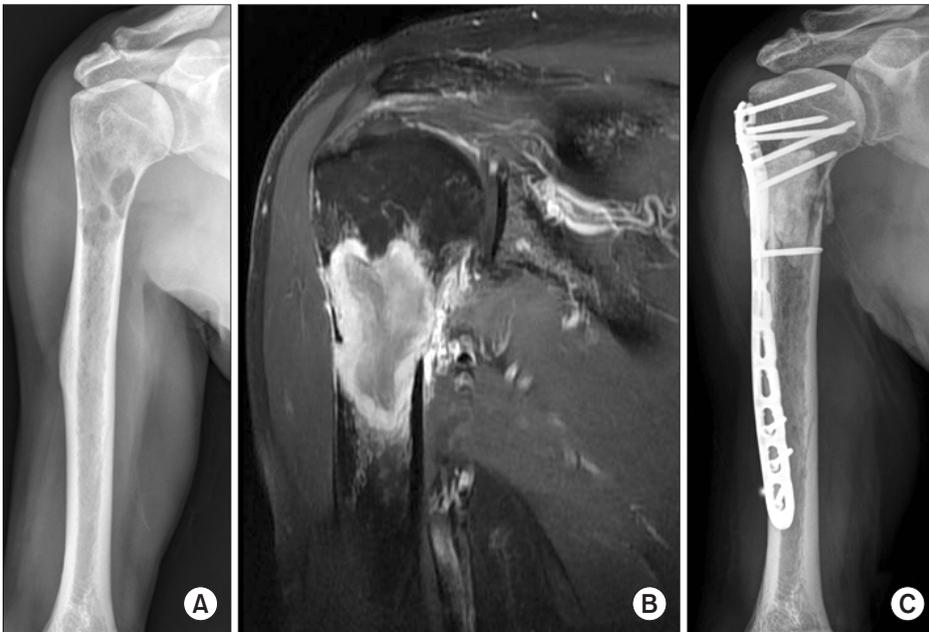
A 70-year-old male with multiple myeloma. (A) Preoperative plain radiograph of the right proximal humerus shows an osteolytic lesion with impending fracture. (B) Coronal T2 weighted image magnetic resonance imaging shows high signal intensity with heterogeneous enhancement. (C) Prophylactic internal fixation was performed with a locking compression plate and bone cement augmentation.
